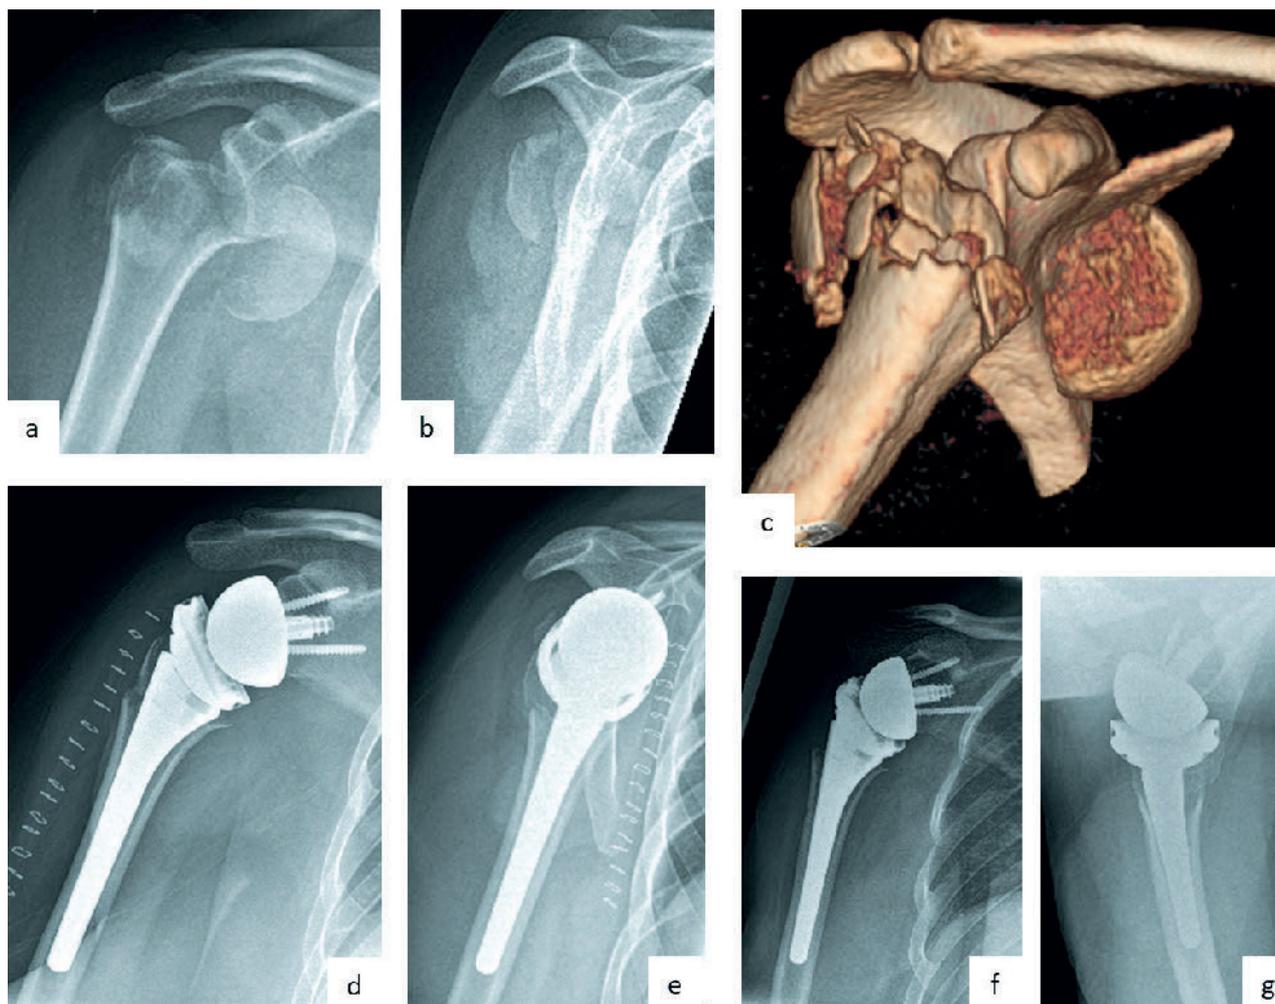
Humeruskopf 4-Part-Luxationsfraktur mit mehrfragmentärem Tuberculum minus und majus und in Luxation befindliche Kalotte subcoracoidal mit zentralem Knochendefekt humeral bei einer 45-jährigen weiblichen Patientin. a präoperative a.p.-Röntgenaufnahme; b präoperative axiale Röntgenaufnahme; c präoperatives 3D-CT; d–e postoperative a.p.- (d) und y-Aufnahme (e) nach Implantation einer zementfreien inversen Schulterprothese mit Refixation des Tuberculum majus; f–g Röntgen-Verlaufskontrolle (a.p. und axiale Aufnahme) 6 Wochen postoperativ
